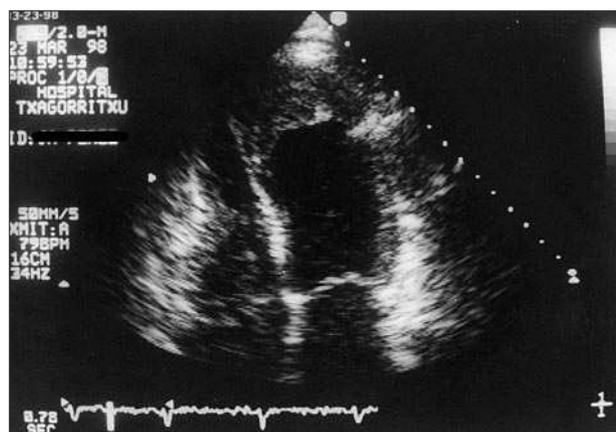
Ecocardiograma transtorácico, plano apical 4 cámaras, con imagen detenida en sístole, en la que podemos ver acinesia y adelgazamiento de todos los segmentos apicales, con un gran trombo mural adherido.
